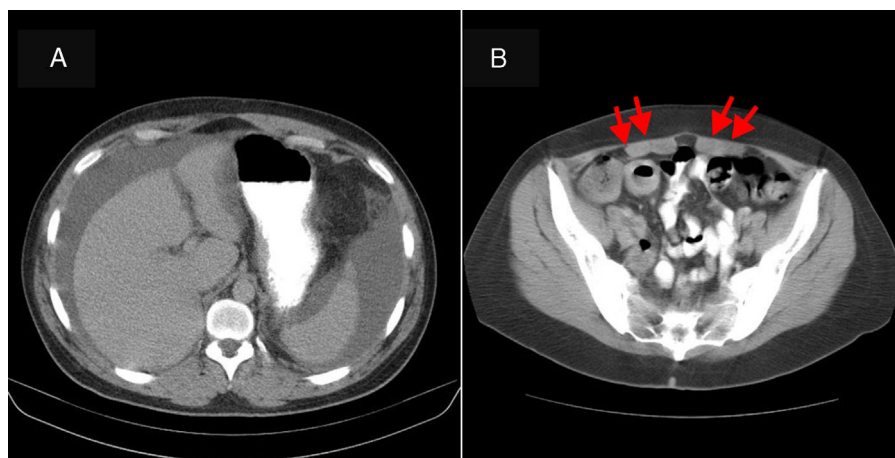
Tomografía axial computarizada (TAC) abdominal. A) Ascitis en cantidad moderada en espacios perihepáticos, periesplénicos, gotieras paracólicas y pelvis. Hígado homogéneo y de bordes regulares. B) Rarefacción de la grasa mesentérica que sugiere edema mesentérico (flechas).
